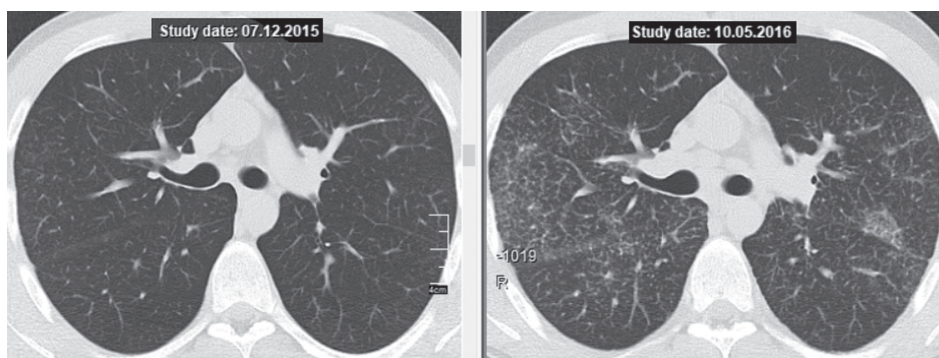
КТ больного В., 26 лет. Слева — визит клинического излечения, отмена ГКС-терапии, справа — рецидив.
